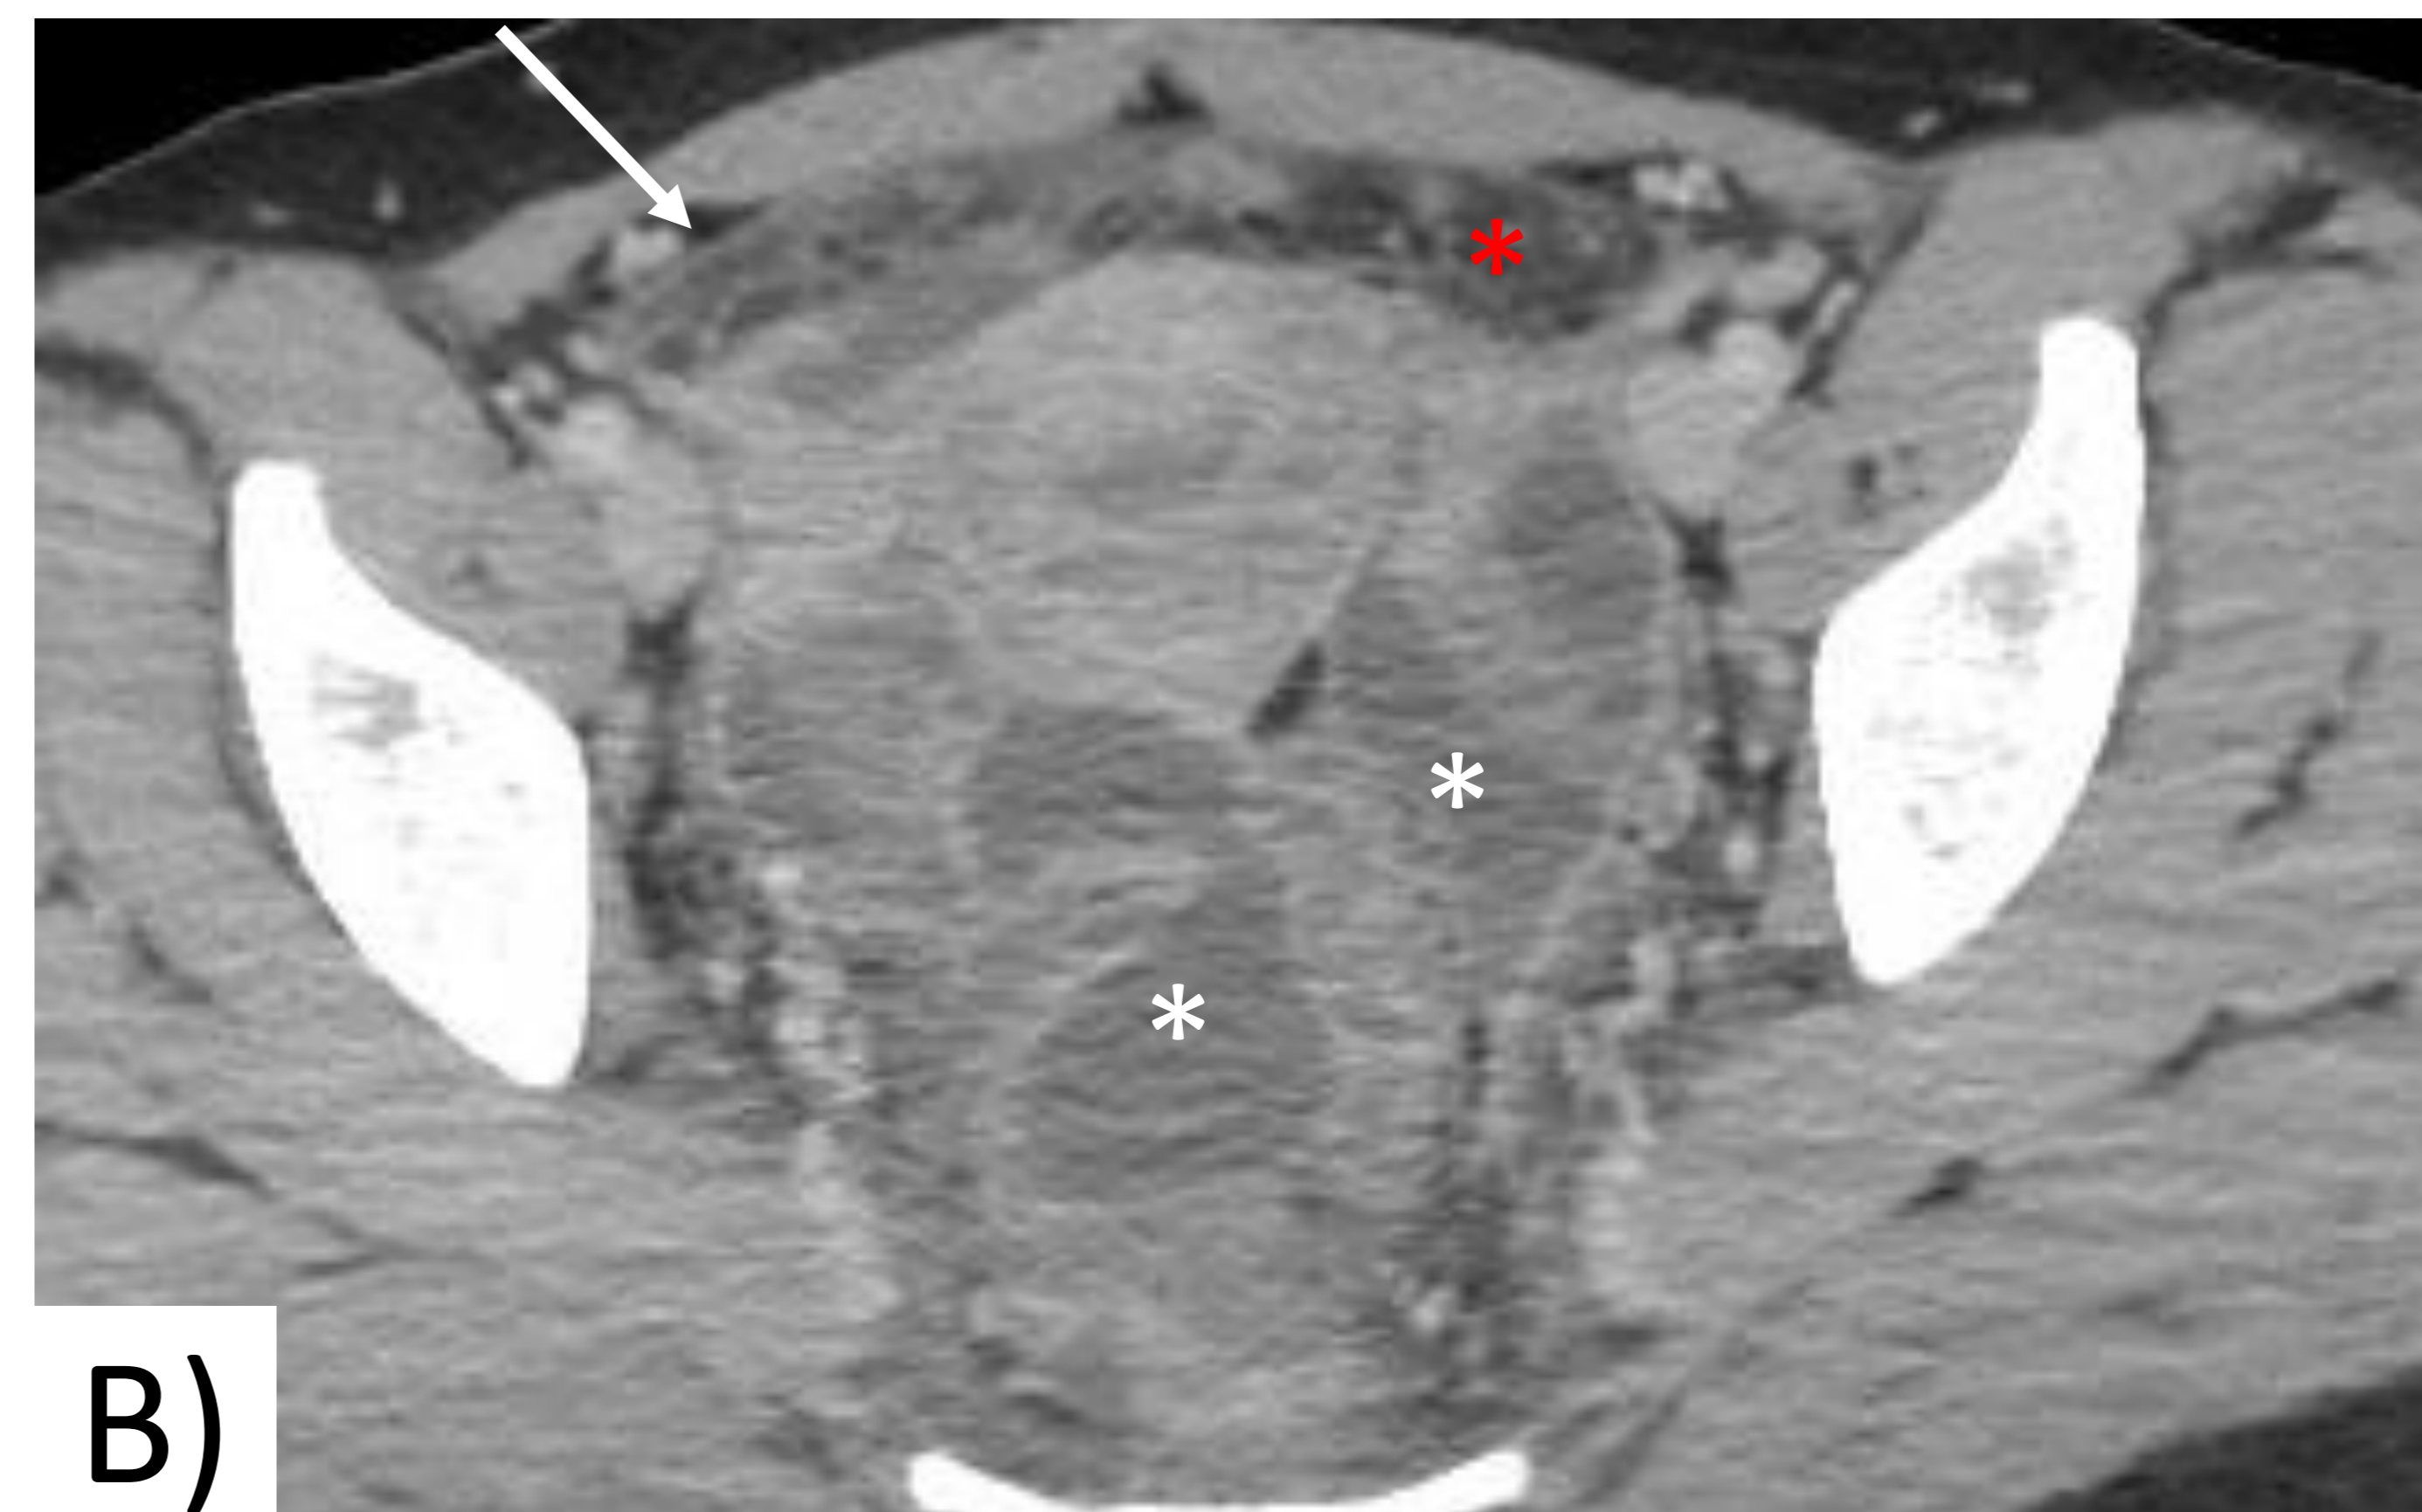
EIP con afectación inflamatoria del apéndice por contigüidad. TC con CIV en fase venosa. A) Corte coronal: apéndice con calibre levemente aumentado y realce parietal, con la punta en la línea media (flecha roja). B) Corte axial: signos de EIP, con hiperdensidad y trabeculación de la grasa pélvica (\* rojo), con realce fino del peritoneo (flecha blanca); presenta además colecciones con realce periférico (\* blanco).
